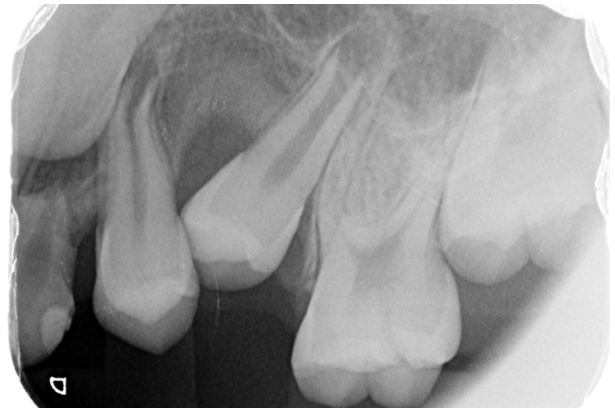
Radiografía retroalveolar mostrando, después de 2 meses, la curación del hueso y la erupción parcial de los premolares permanentes.
